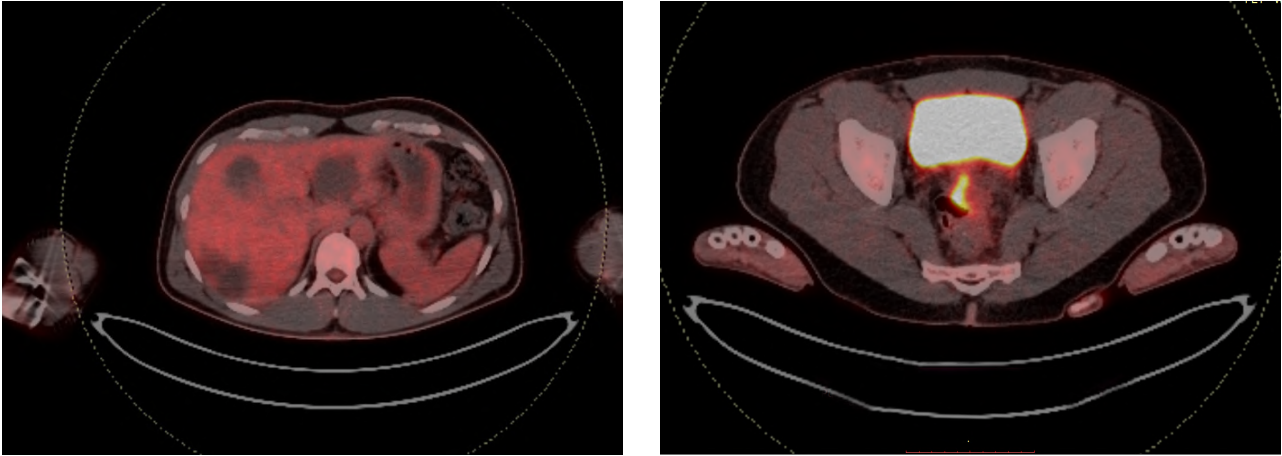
Результаты позитронно-эмиссионной томографии с 18-ФДГ на фоне иммунотерапии пембролизумабом у пациента 38 лет с диагнозом метастатический колоректальный рак с признаками микросателлитной нестабильности; патологическая активность стенки среднеампулярного отдела прямой кишки 38,4 × 13,3 мм, SUV max 13,50 (март 2024 г.)
